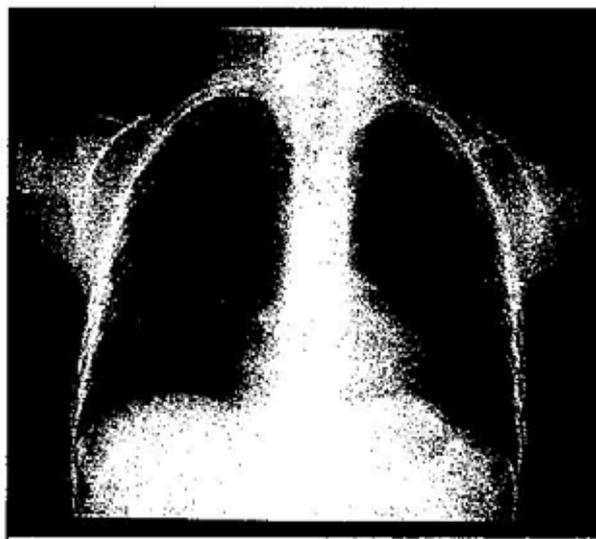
Telerradiografía de tórax que muestra el típico infiltrado de la aspergilosis broncopulmonar alérgica en las zonas parahiliares (lóbulos medios) y apicales (lóbulos superiores).
